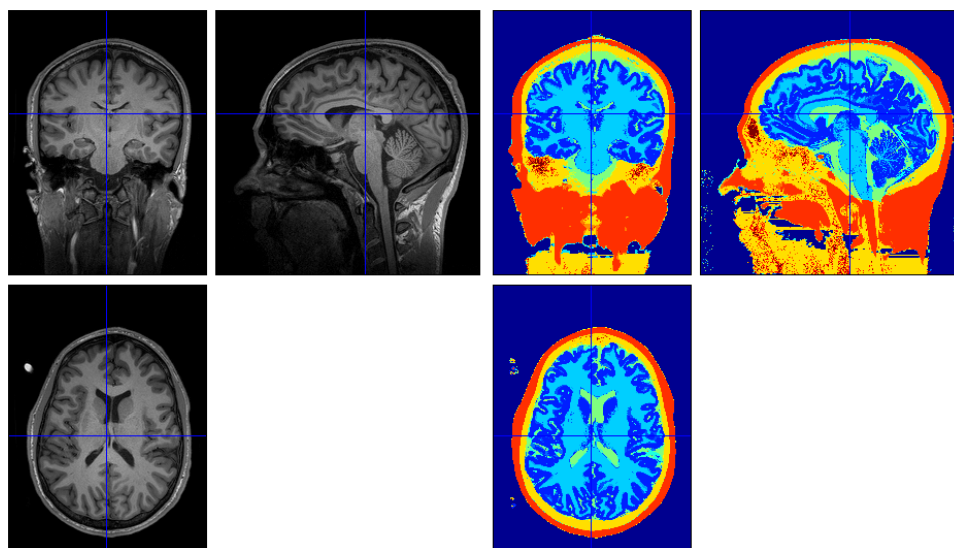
Coupes d'une tête : ces deux groupes d'images correspondent au même volume. L'image de gauche est l'image anatomique telle que l'IRM la fournit. A droite, même image après segmentation : chacune des couches de la tête (peau, os, CSF, matière grise et blanche) est désignée par une couleur différente. La matière grise est représentée par le bleu roi : on voit clairement que la lumière parvenant à cette profondeur doit traverser l'ensemble des autres couches.
